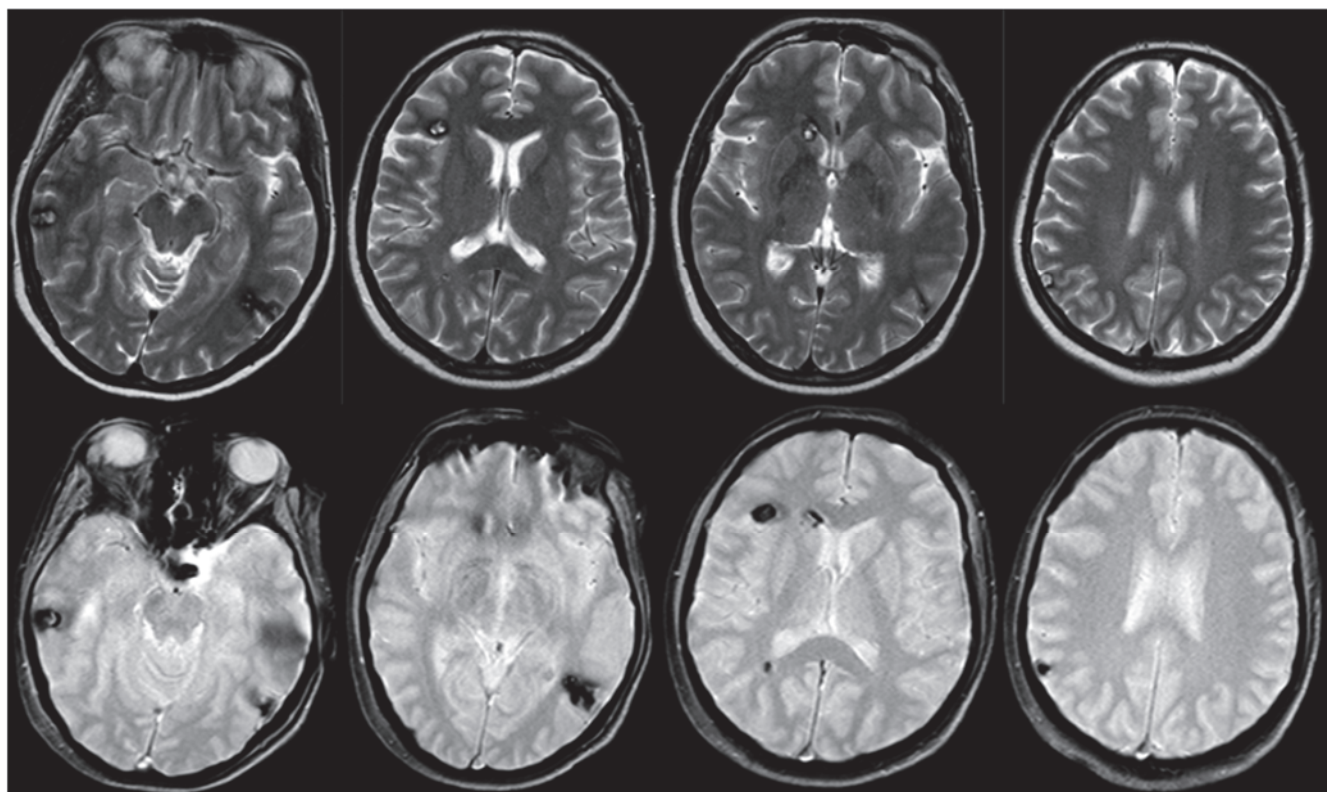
Пациентка К-ва, МРТ головного мозга в режиме T2
